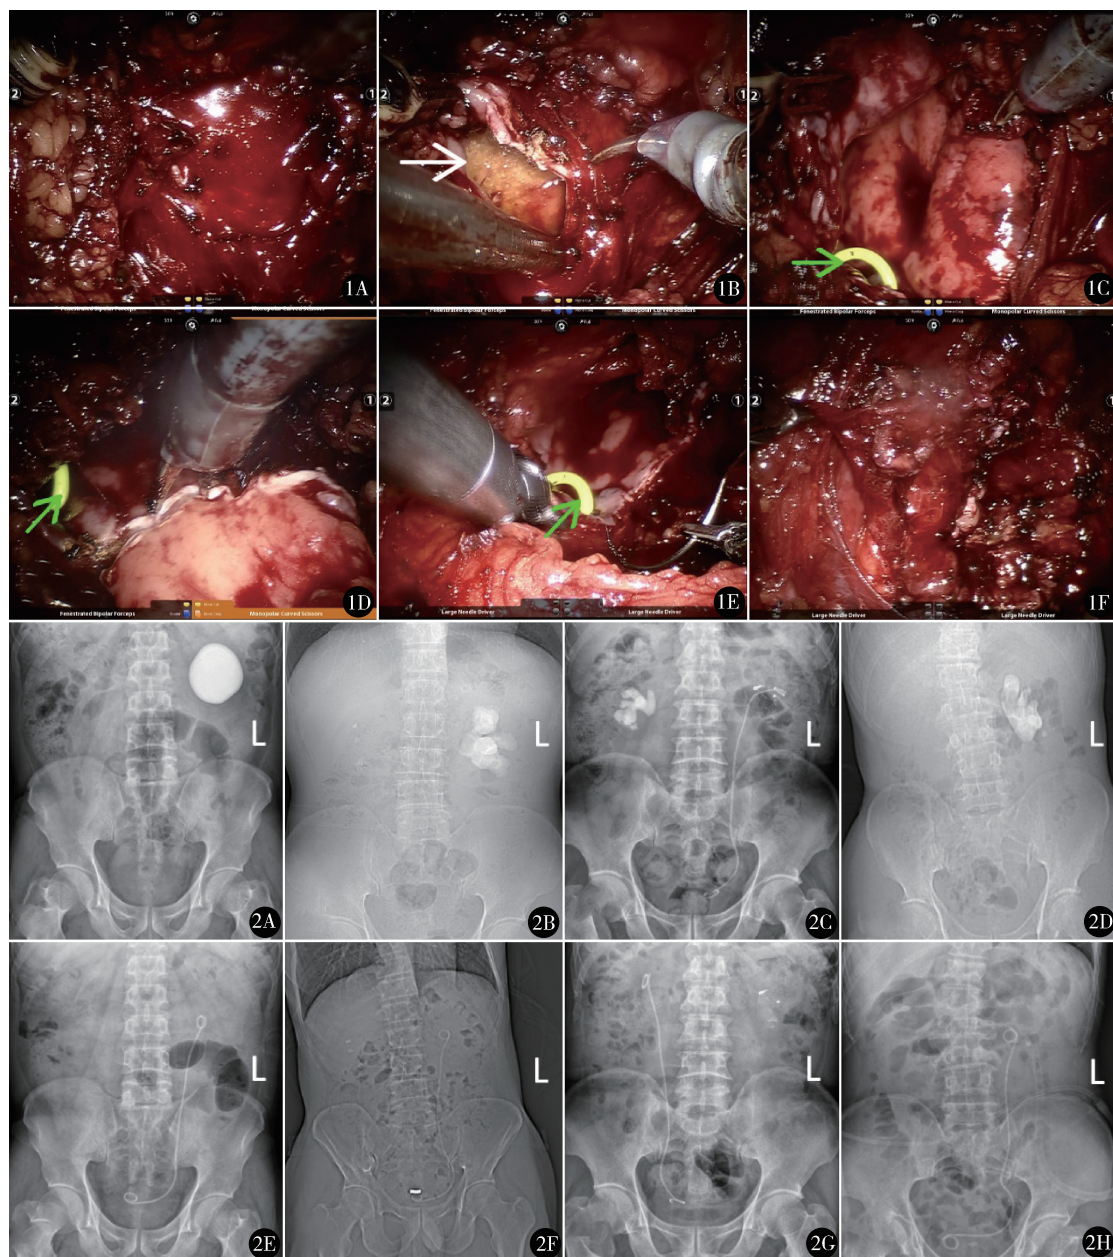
手术过程:A.暴露肾盂;B.切开肾盂;C.取出结石并置入双J管;D.修剪肾盂;E.缝合肾盂;F.肾盂缝合完成(白色箭头所指为结石,绿色箭头所指为双J管) 图2 手术前后KUB平片:A~D为4例术前结石,例1(A)左肾盂球形结石直径70 mm,例2(B)左肾盂鹿角形结石最大径48 mm,例3(C)右肾盂鹿角形结石最大径43 mm,例4(D)左肾盂鹿角形结石最大径45 mm;E~H为4例术后1个月复查,均无结石残留
